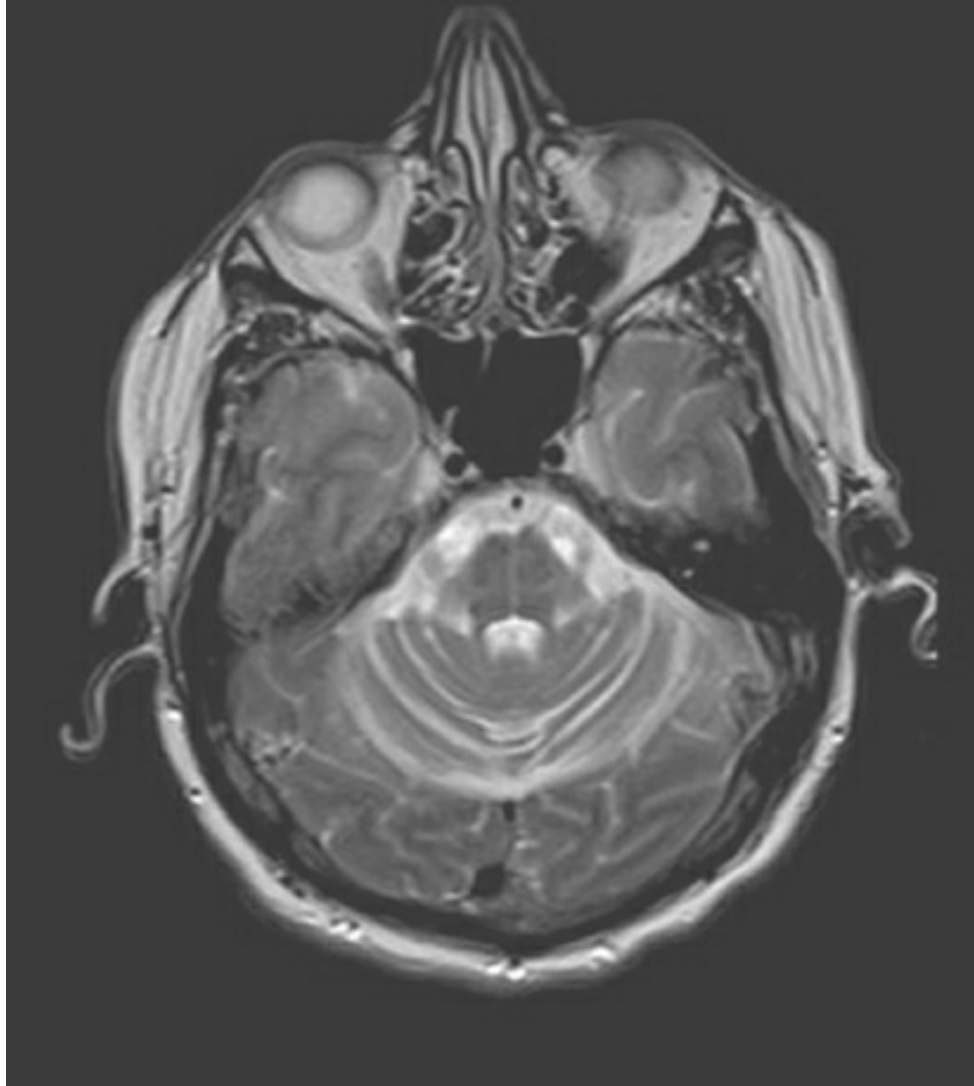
RMN axial ponderada en T2.
